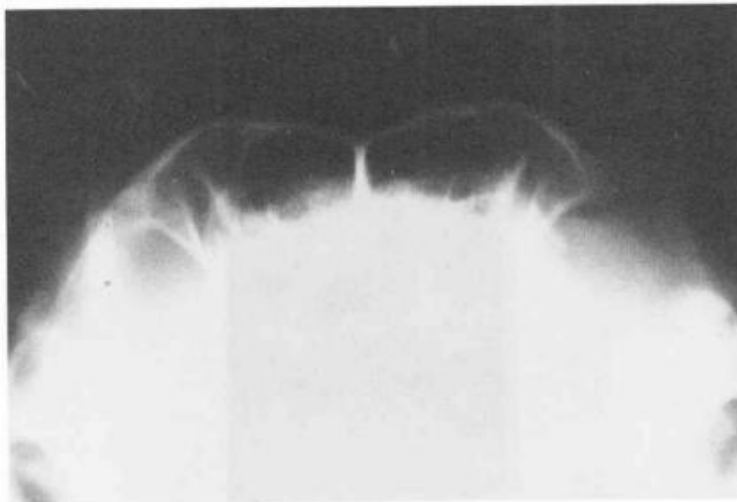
Рентгенограмма черепа во фронтальной проекции под углом 90 градусов
